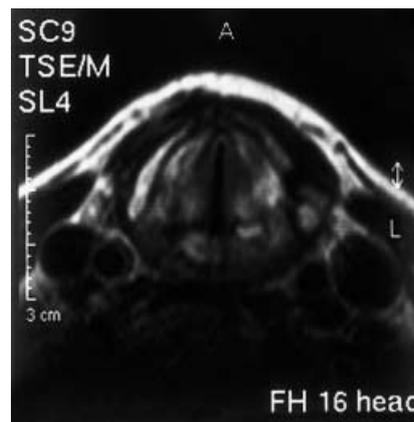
▲ Computertomographische Darstellung des Kehlkopfs bei beidseitiger Rekurrenslähmung. Deutlich erkennbare hochgradige Atemwegeinengung
